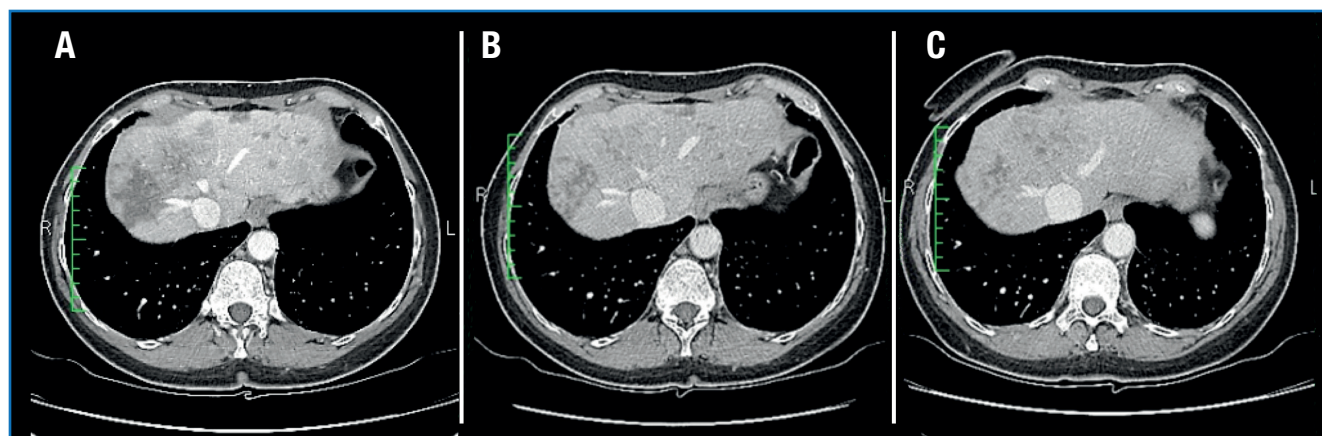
Riduzione volumetrica delle lesioni epatiche in corso di trattamento con lapatinib più capecitabina. (A) TAC al basale prima dell'inizio del trattamento (febbraio 2017), (B) miglioramento dopo 3 cicli di trattamento (maggio 2017) e (C) dopo 6 cicli di trattamento (agosto 2017).
